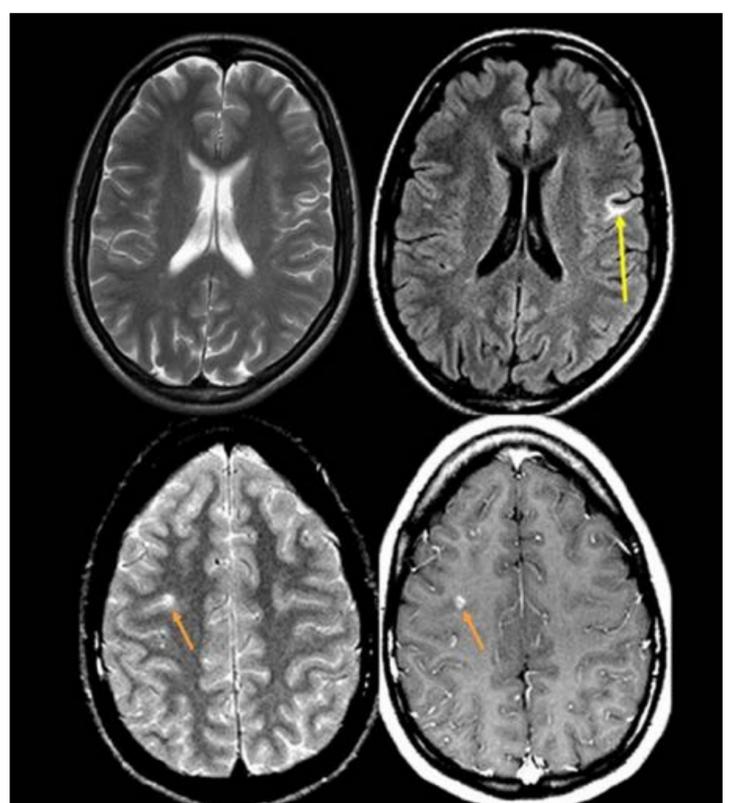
EM benigna. Estudio secuencial de RM que muestra la escasa carga lesional en secuencias T2 y la escasa actividad de la enfermedad (únicamente, se observa una lesión Gd+ en el primer estudio de la enfermedad)
